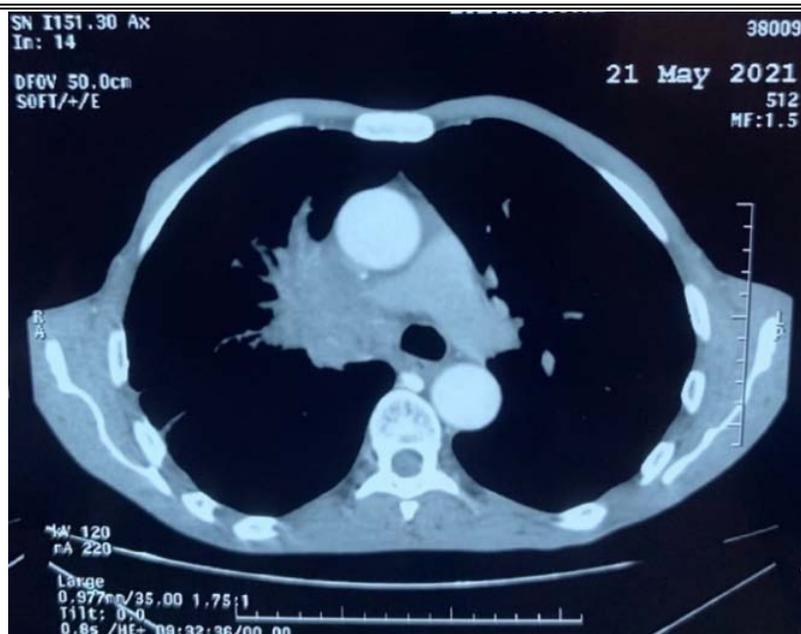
TDM thoracique C+ en coupe axiale à fenêtre médiastinale :
